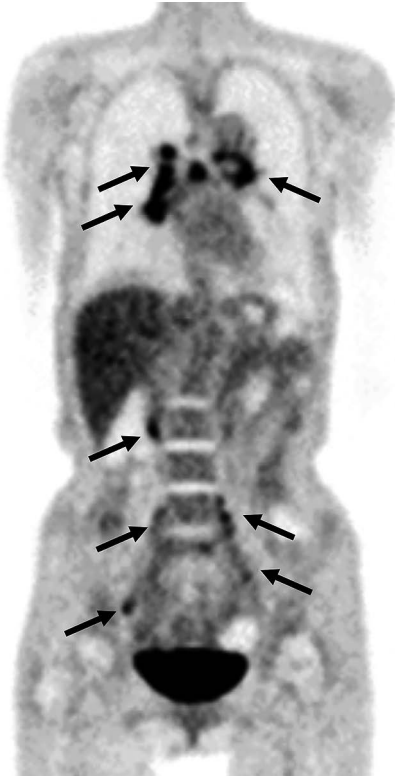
^{18}F -FDG PET/CT findings.
